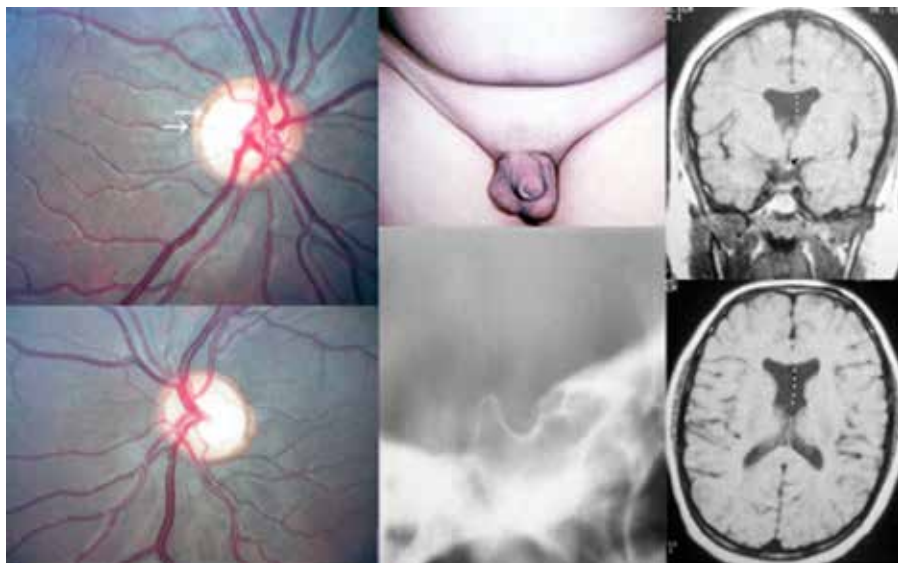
Síndrome de De Morsier: Hipoplasia asimétrica de nervios ópticos asociada a insuficiencia hipofisaria en un joven de 18 años: Talla 1.30 m, signo fundoscópico del “doble anillo”, hipogonadismo, en la resonancia magnética cerebral, ausencia del *septum pellucidum* en la proyección axial y ectopia posterior de la hipófisis en la proyección coronal.
